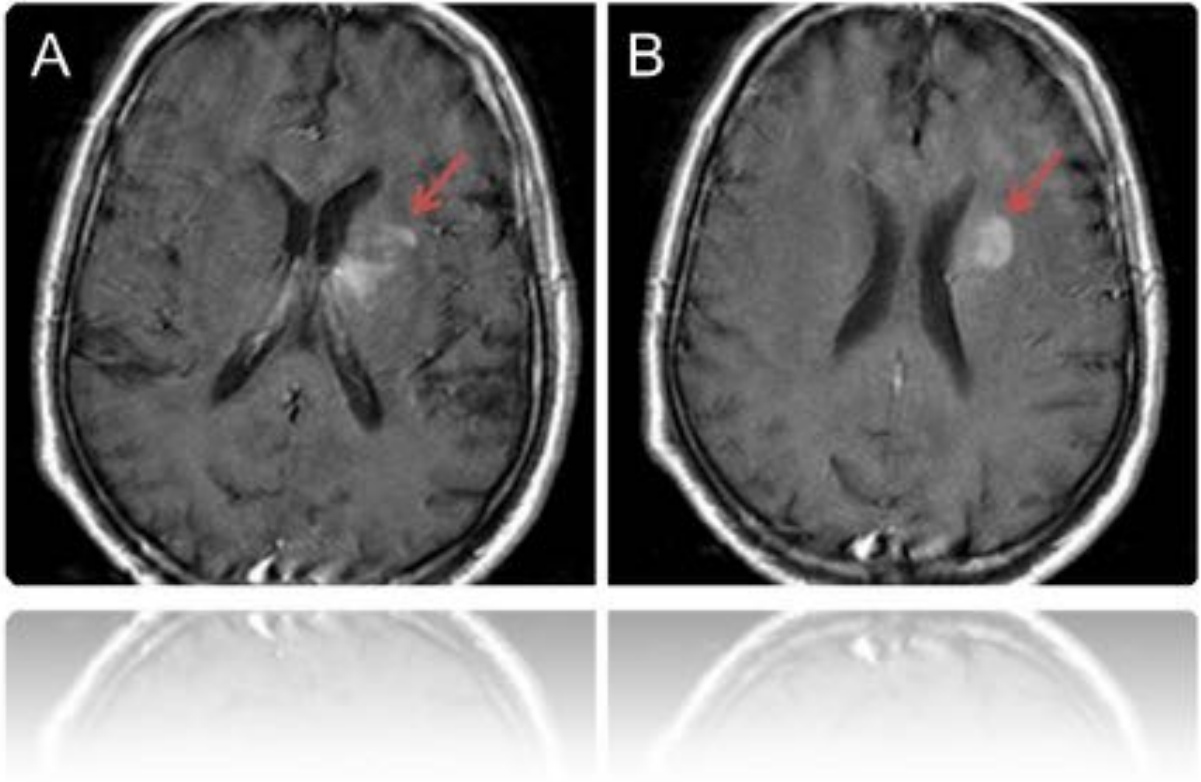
RM en secuencias potenciadas en T1 después de la administración de contraste endovenoso (A,B) que muestran un realce de contraste parcheado y pseudonodular de ganglios basales izquierdos y centro semioval izquierdo.
